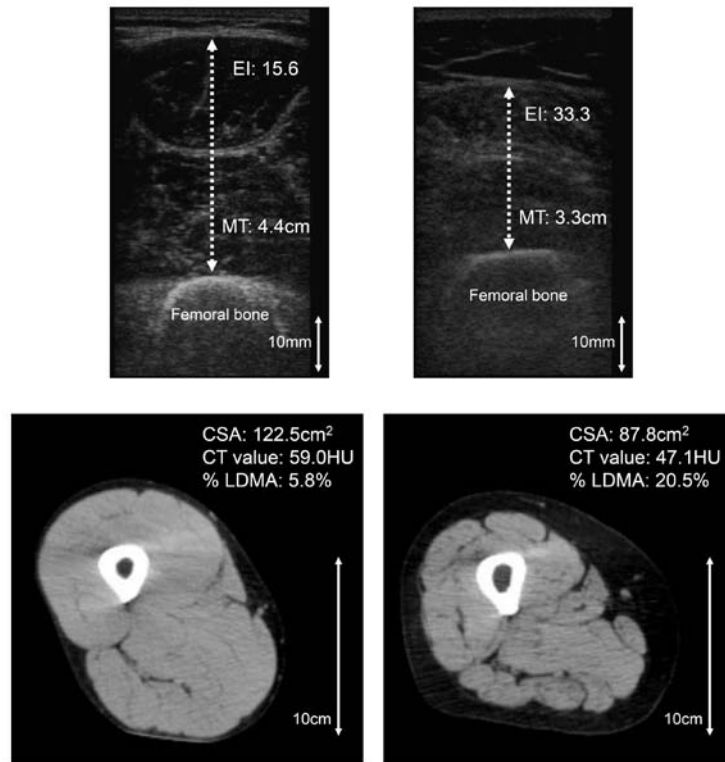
超音波画像と CT 画像の典型例 (左 高体力男性；右 低体力男性)
